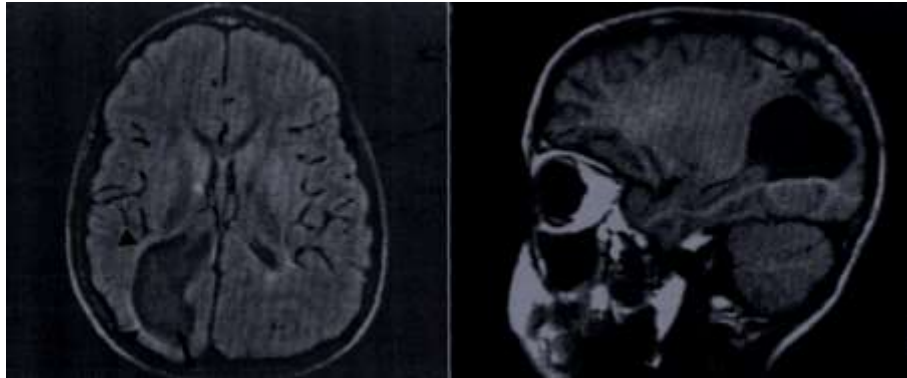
Porencefalia en una niña de 9 años. A, En esta RM axial de espín-densidad el asta occipital dilatada (*flecha*) esta rodeada por tejido con senales brillantes (*puntas de flechas*). B, Además de la senal brillante en el asta quística occipital que aparece en A, en esta imagen de RM parasagital ponderada en T, se aprecia otro signo de agresión parenquimatosa: un surco dilatado focalmente (*flecha*). (Cortesía de Joseph R. Thompson, Department of Radiation Sciences, Loma Linda University School of Medicine, Loma Linda, California.)
